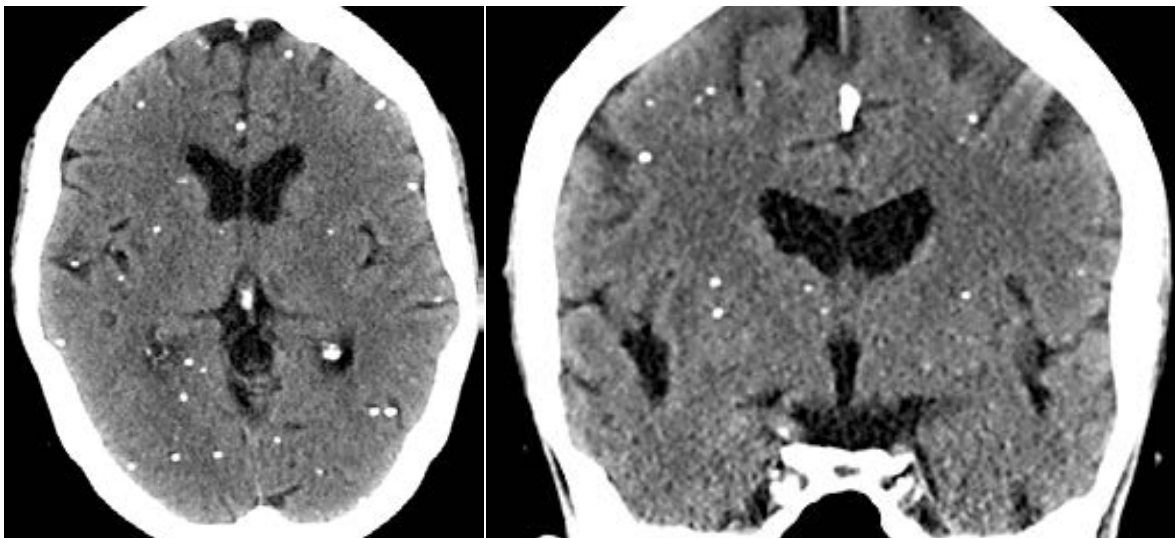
Кальцифицированная узловатая стадия НЦЦ [8]. На КТ-изображениях в нативном виде визуализируются множественные точечные кальцификаты
